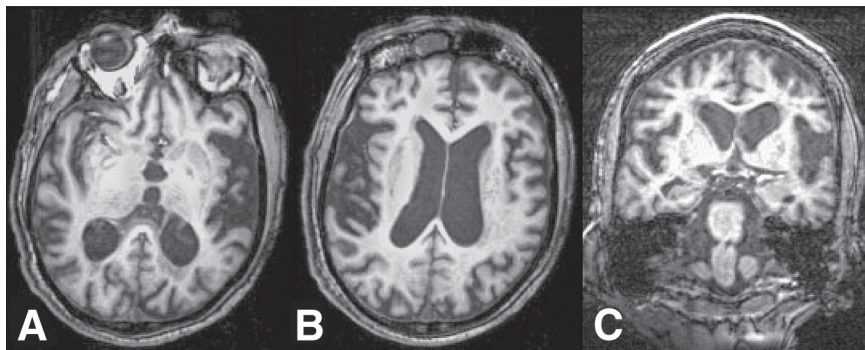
Images A and B are T1-weighted axial images, with Image B superior to Image A. Image C is a T1-weighted coronal image. Extensive atrophy is seen in right and left temporal and parietal lobes, with atrophy greater on the left side. Images are taken 6 months after video clip.
